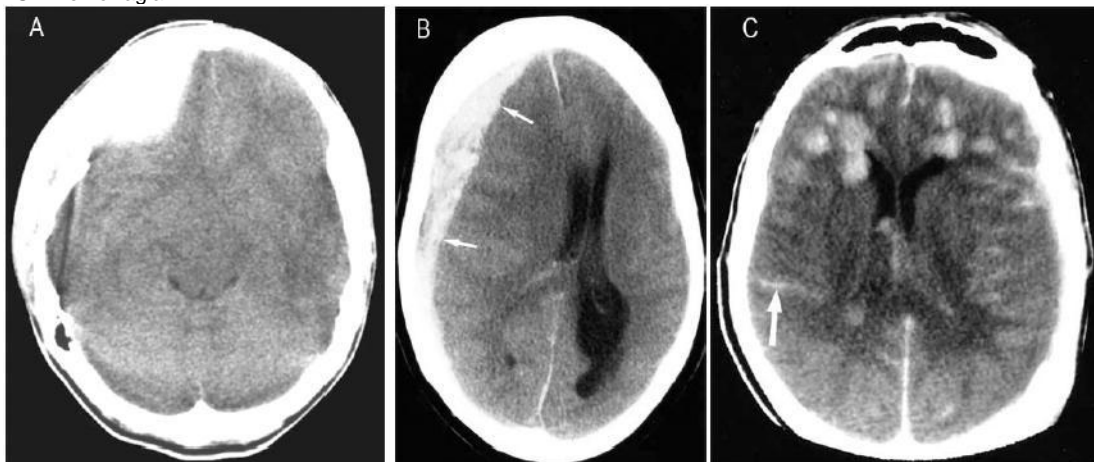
TAC cerebral que evidencia hematomas intracraneales. A: Hematoma epidurala nivel frontal derecho: característicamente tiene convexidad interna debido a que la duramadre se adosa a la tabla interna del cráneo a nivel de las suturas óseas, por lo que la sangre queda confinada al espacio epidural existente entre 2 suturas. Además hay signos de edema cerebral difuso: falta de visualización de los surcos y cisuras cerebrales y poca diferenciación entre las sustancias blanca y gris. B: Hematoma subdural derecho con efecto de masa y desviación de la línea media. La colección se amolda a la superficie cerebral por lo que el borde interno del hematoma adquiere forma cóncava. C: Múltiples hematomas intraparenquimatosos en ambos lóbulos frontales y hemorragia subaracnoidea (flecha)
